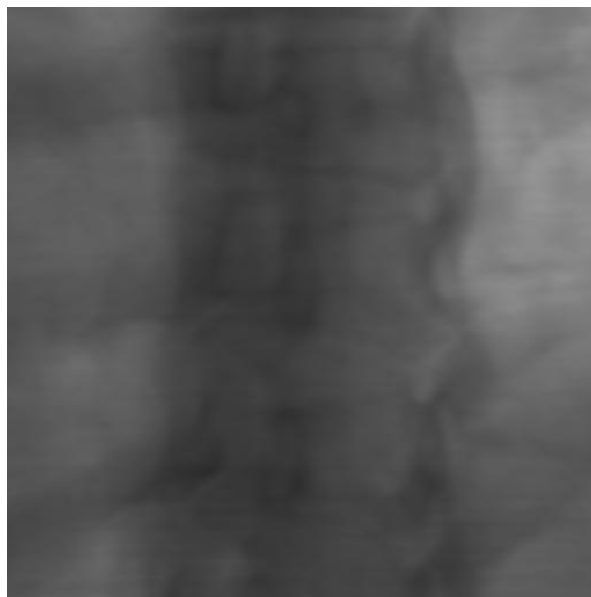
Ein künstlich erzeugtes Röntgenbild
